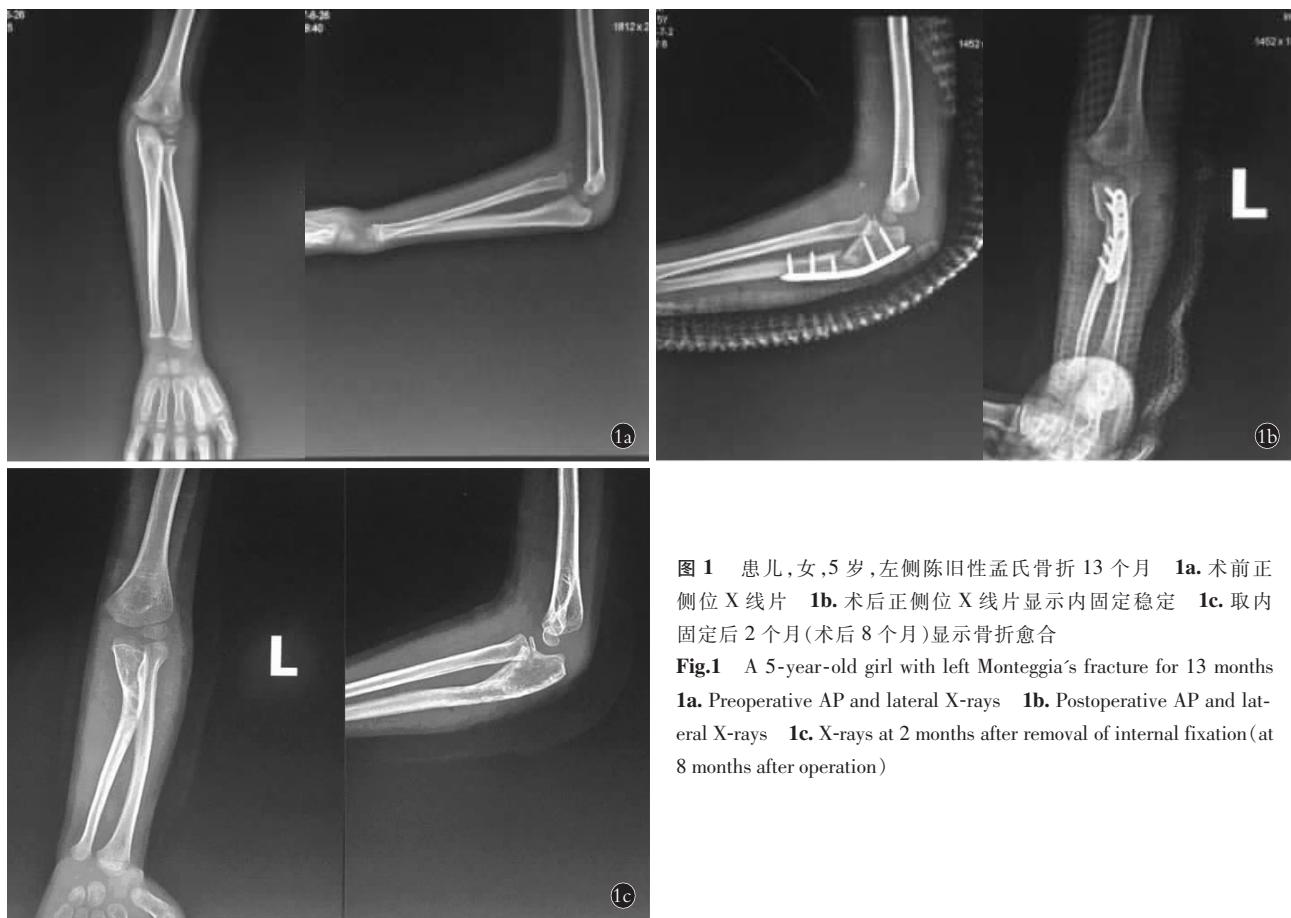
患儿,女,5岁,左侧陈旧性孟氏骨折13个月 1a.术前正侧位X线片 1b.术后正侧位X线片显示内固定稳定 1c.取内固定后2个月(术后8个月)显示骨折愈合
